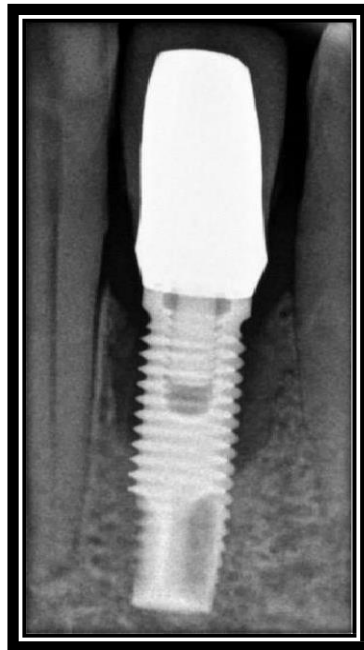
Radiographie rétro-alvéolaire d'une lyse osseuse cratériforme autour d'un implant.
